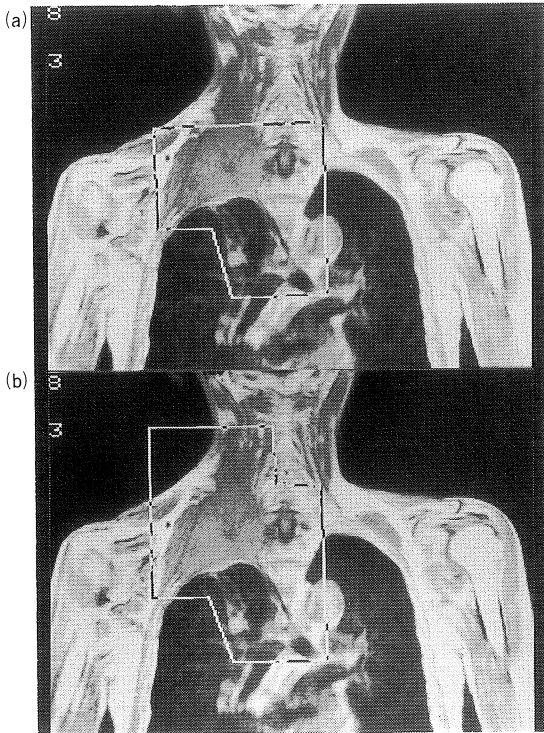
Coronal MRI with radiation field on CRT: (a) the original field failed to include the mass invaded cranially, (b) the final field is determined to cover it.
